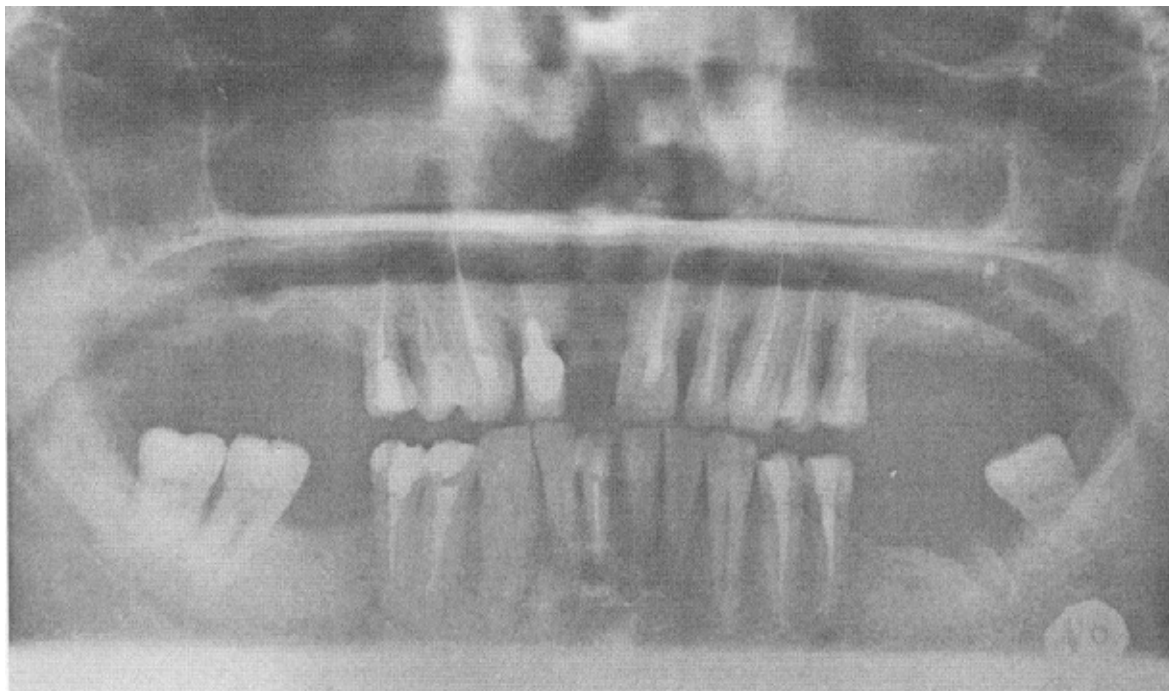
Рентгенограмма 2 пациента после лечения заявленным способом
